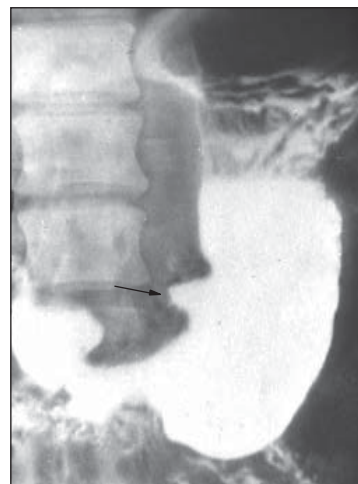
Хворий С., 46 років. Активна виразка шлунка, симптом “ніші” (контрастна рентгенограма).
